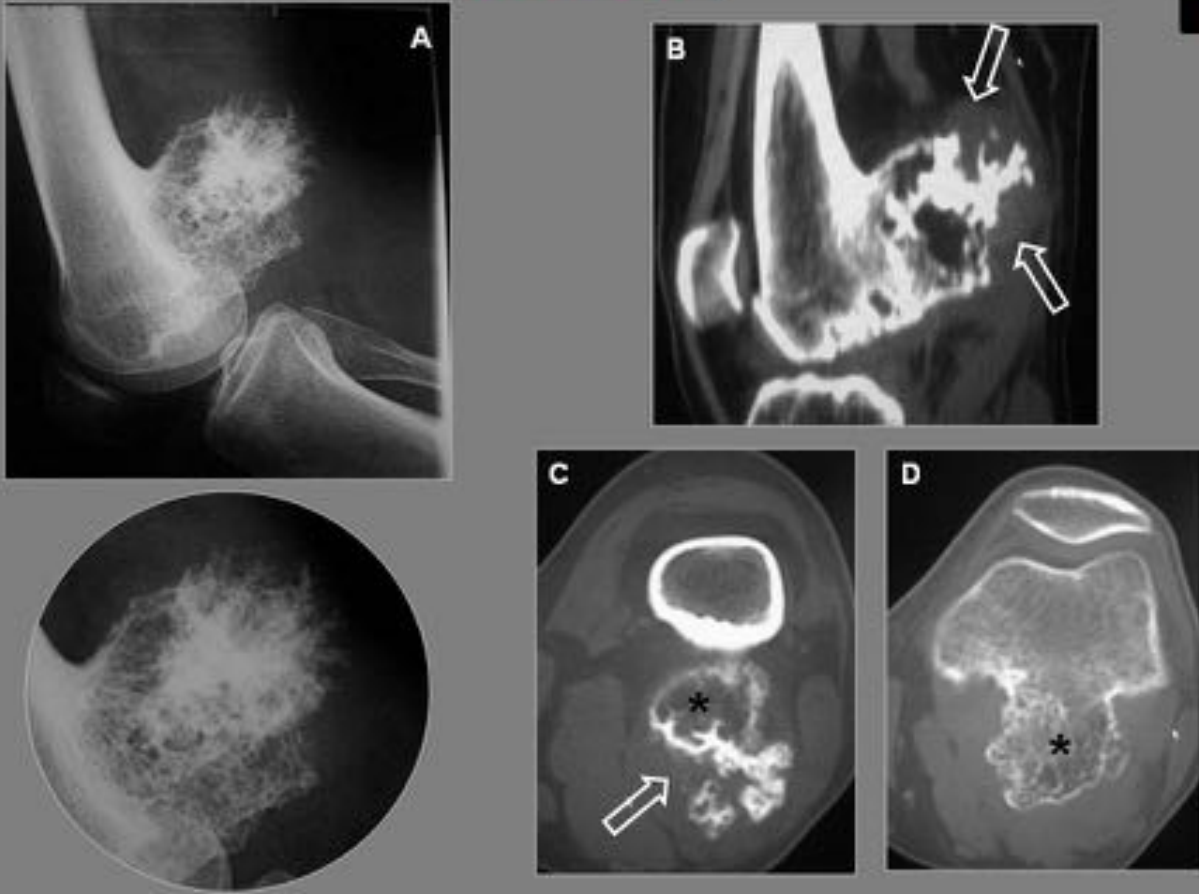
Condrosarcoma sobre osteocondroma . A. Radiografía lateral de rodilla que muestra osteocondroma con amplia base de implantación en la cortical posterior del fémur. B, C, D. Estudio TC. La osificación es irregular en algunas zonas donde se aprecia el CAP (flechas huecas) y más compacta y contenida en otras (*). La anatomía patológica demostró focos de condrosarcoma de bajo grado
